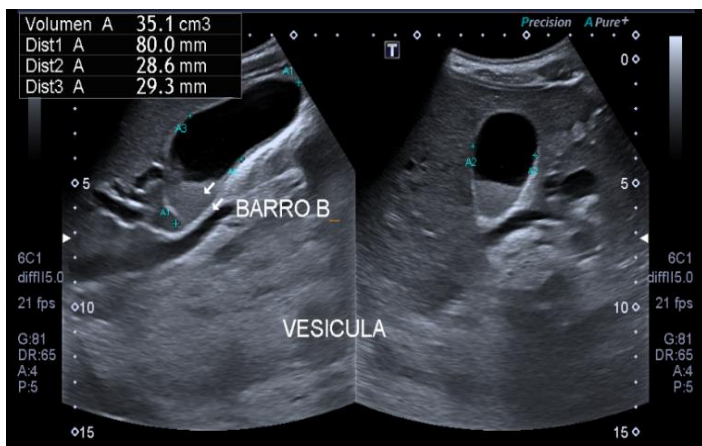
Ecografía de Vesícula
